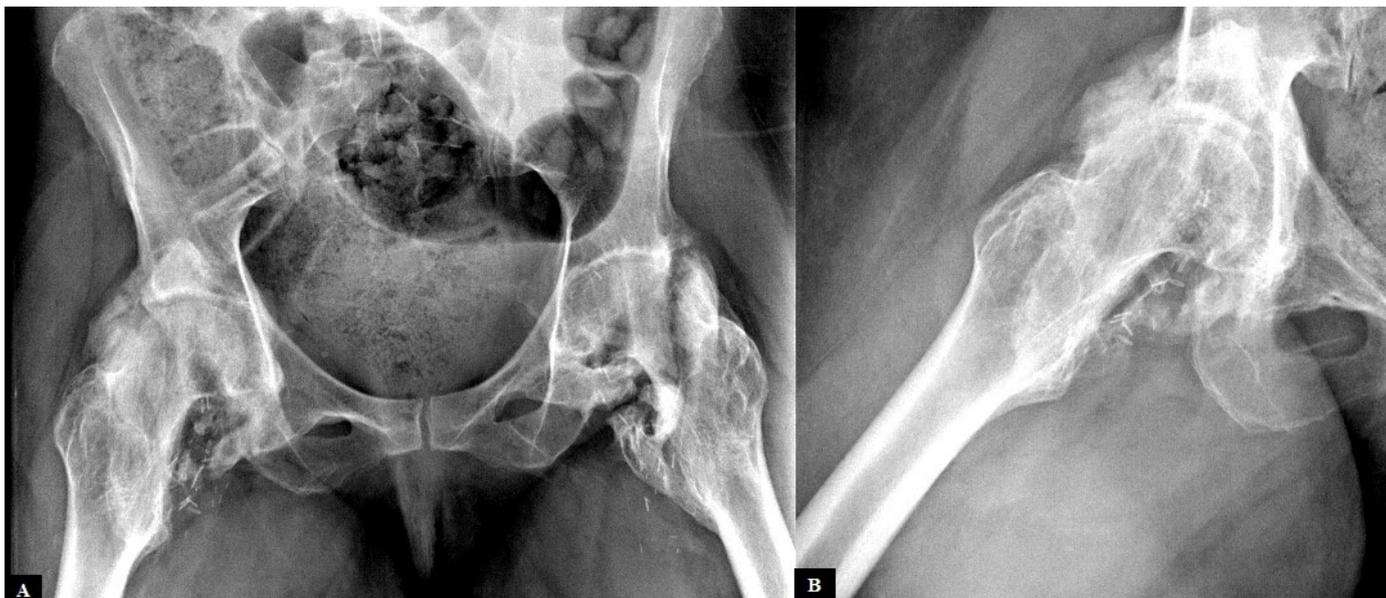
Patiente numéro 5 : POAN de hanches avec radiographie du bassin (A) et radiographie centrée sur la hanche droite (B)
